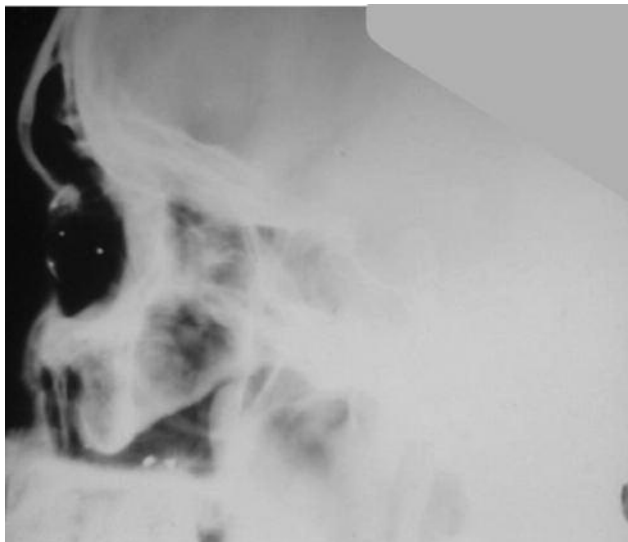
Больной М. На рентгенограмме левого глаза в боковой проекции с протезом-индикатором Балтина определяется инородное тело металлической плотности размером 1x1 мм, расположенное на глубине 12,5 мм от плоскости лимба
